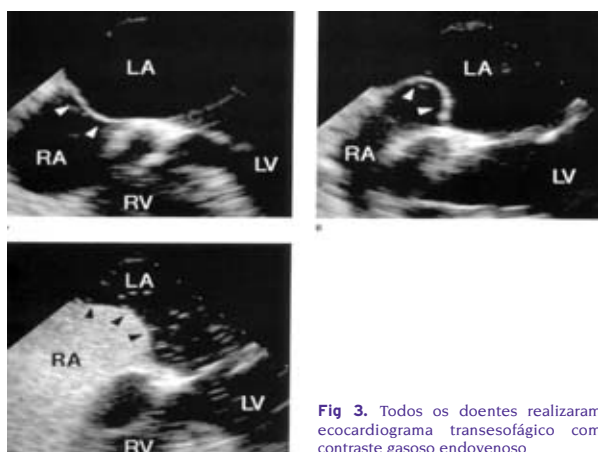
Todos os doentes realizaram ecocardiograma transesofágico com contraste gasoso endovenoso
